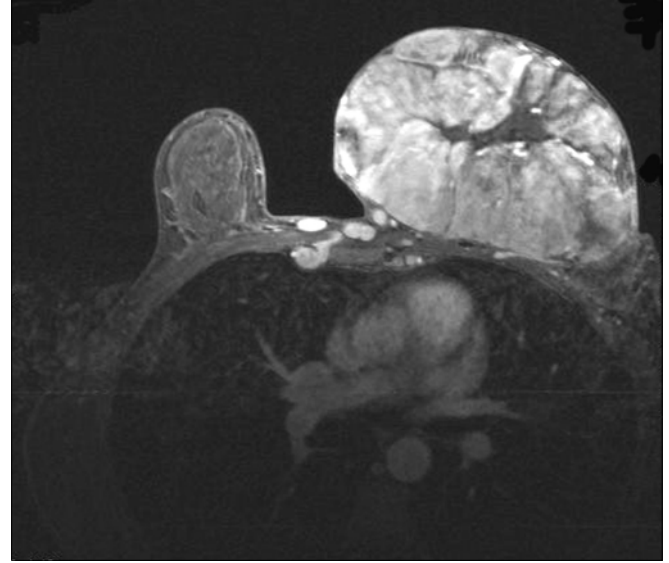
Magnetic resonance imaging (MRI) of the recurrent cystosarcoma phyllodes tumor.
